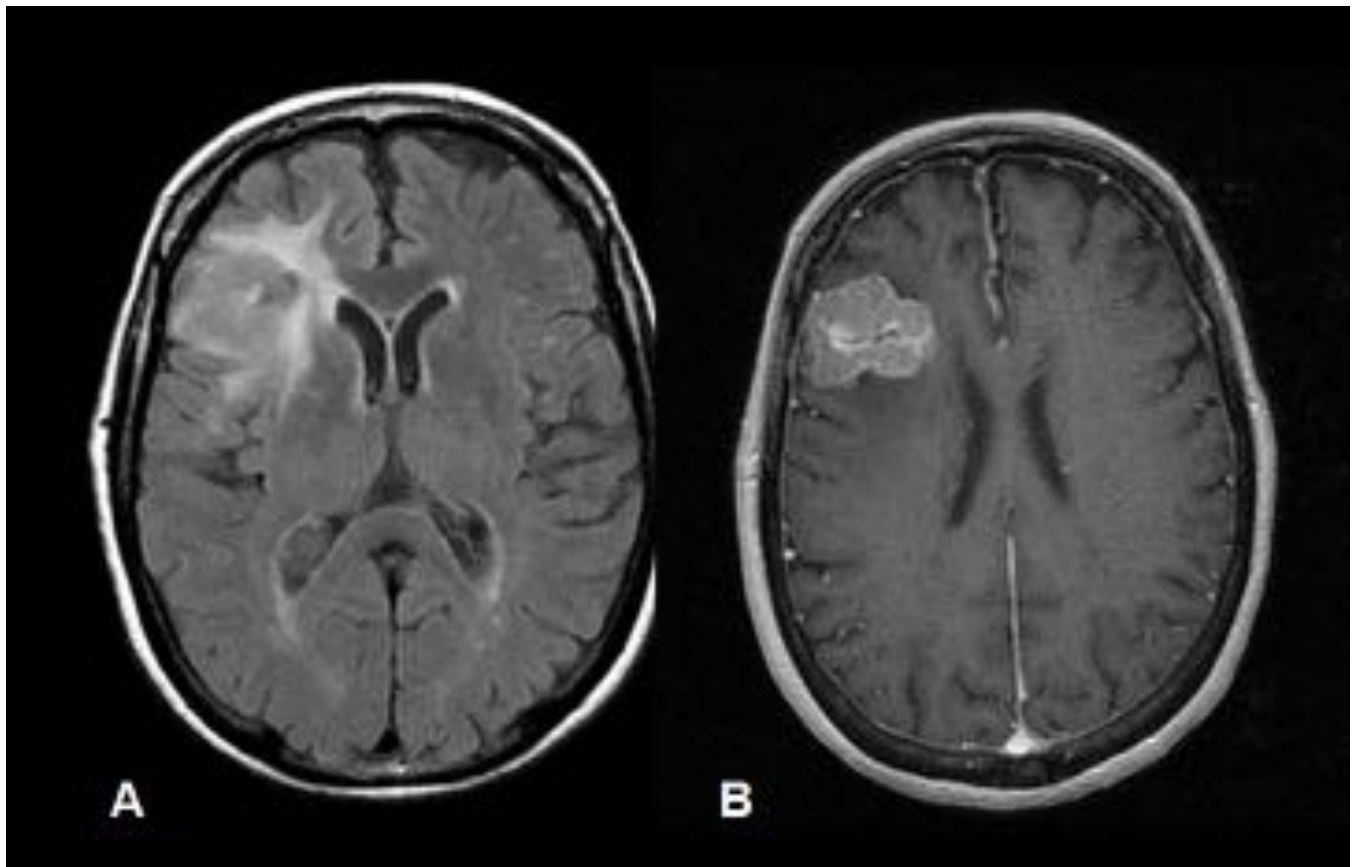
RM cortes axiales en secuencias FLAIR (A) y T1 + Gd (B). Se aprecia en lóbulo frontal derecho una lesión lobulada de localización corticosubcortical, con edema perilesional (vasogénico) y mínimo efecto de masa. Se realiza exéresis de la lesión cuyo diagnóstico anatomopatológico fue de carcinoma de patrón papilar. Tras el diagnóstico anatomopatológico se identificó nódulo tiroideo.
